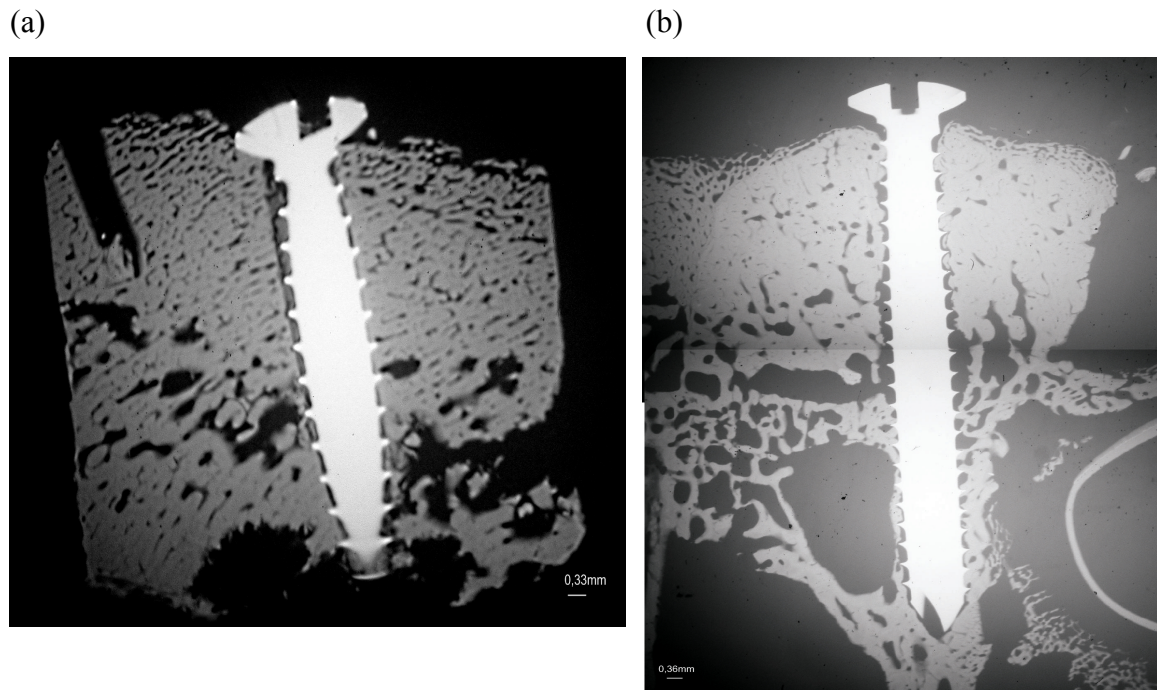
Unterschiedlich dichte Knochenstruktur und Implantatintegration auf Testseite (a) und Kontrollseite (b); Mikroradiographie
